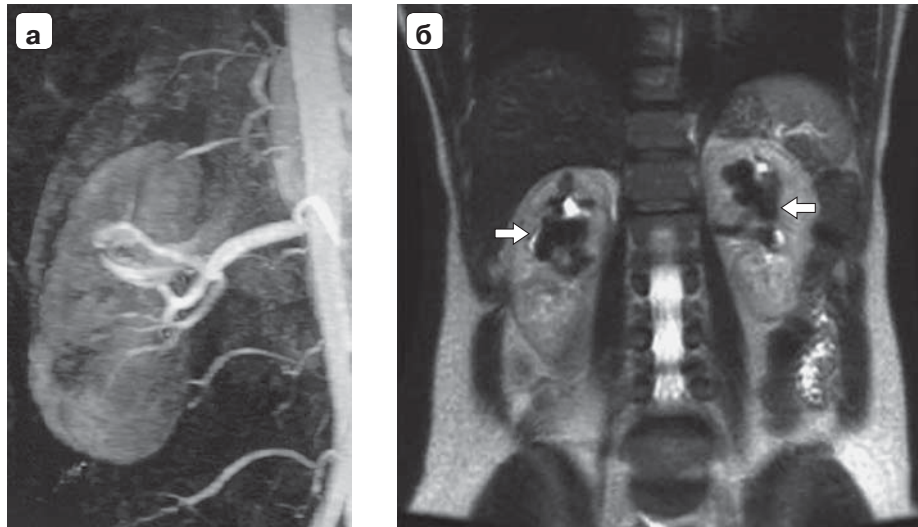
МРТ-изображения почечных артериовенозных мальформаций. а – МР-ангиограмма, артериальная фаза контрастирования гадолиний-содержащим МРКС, коронарное изображение, проекция максимальной интенсивности (MIP). Множественные фистулы питающих артерий и участок раннего контрастирования почечной вены и нижней полой вены (приведено по Yu-Cheng Hong и соавт., 2007 [28]); б – МР-томограмма пациента с неопределенной болью в животе, T2ВИ, коронарная проекция. Белые стрелки указывают на извитые полости с потоком крови, вызывающие подозрение на двустороннюю почечную артериовенозную мальформацию (приведено по Chimpiri A.R и соавт., 2009 [3]).
